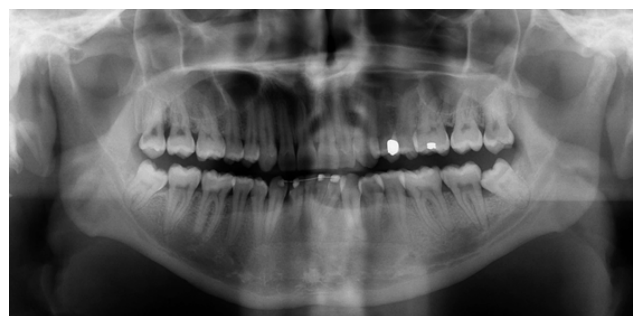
Radiografia pré-operatória: verifica-se presença dos terceiros molares inferiores, semi-inclusos, mesioangulados; nota-se, ainda, o escurecimento dos ápices radiculares, sugerindo íntimo contato com o canal mandibular
